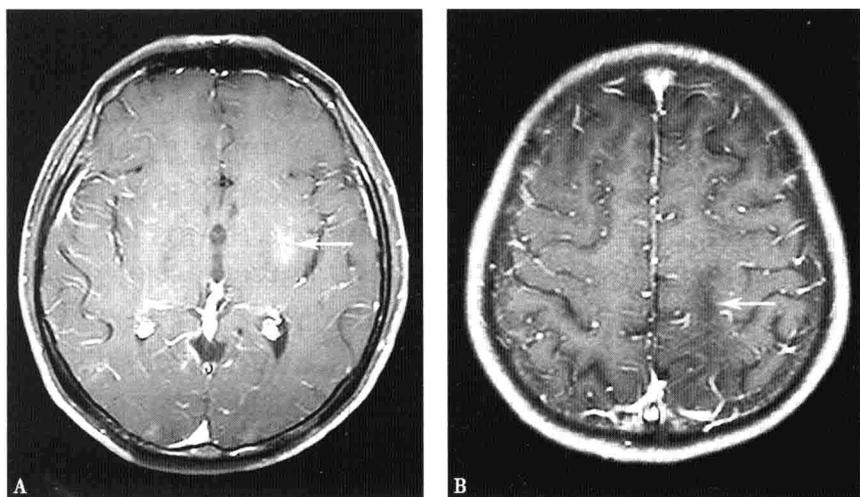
头部 MRI 增强:(A)显示左侧基底节区异常强化影(箭头);(B)显示左侧额顶叶低信号影(箭头),未见明显强化
